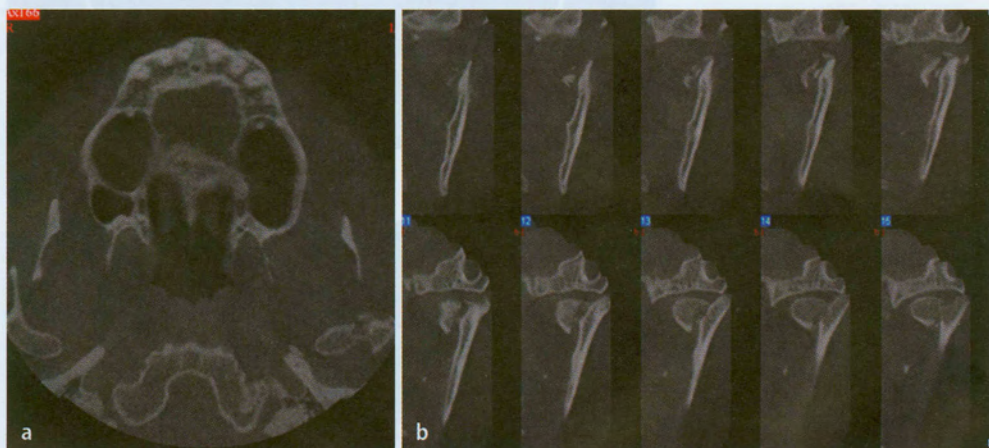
▲ Ausgedehnte panfaziale Trümmerfraktur (und Zustand nach Kraniotomie rechtsseitig). a Axiale CT-Schicht im Mittelgesichts- und Kiefergelenkbereich mit Mittelgesichtsfraktur und Unterkieferkollumfraktur beidseits. b 3-D-Rekonstruktion der Knochenoberfläche
